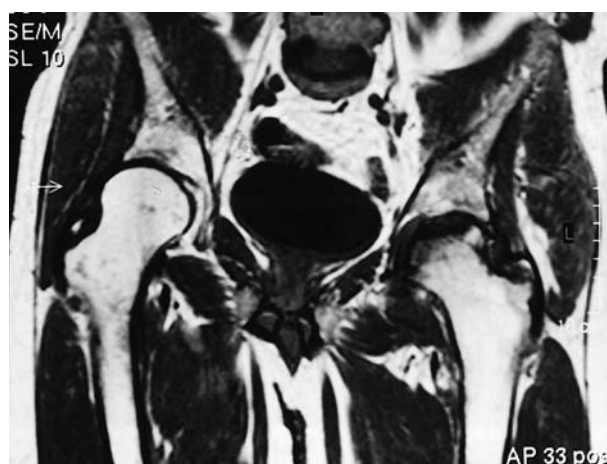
Resonancia magnética nuclear de la cabeza femoral izquierda que muestra un patrón típico de osteonecrosis, con alteración estructural, zonas quísticas alternando con esclerosa.
